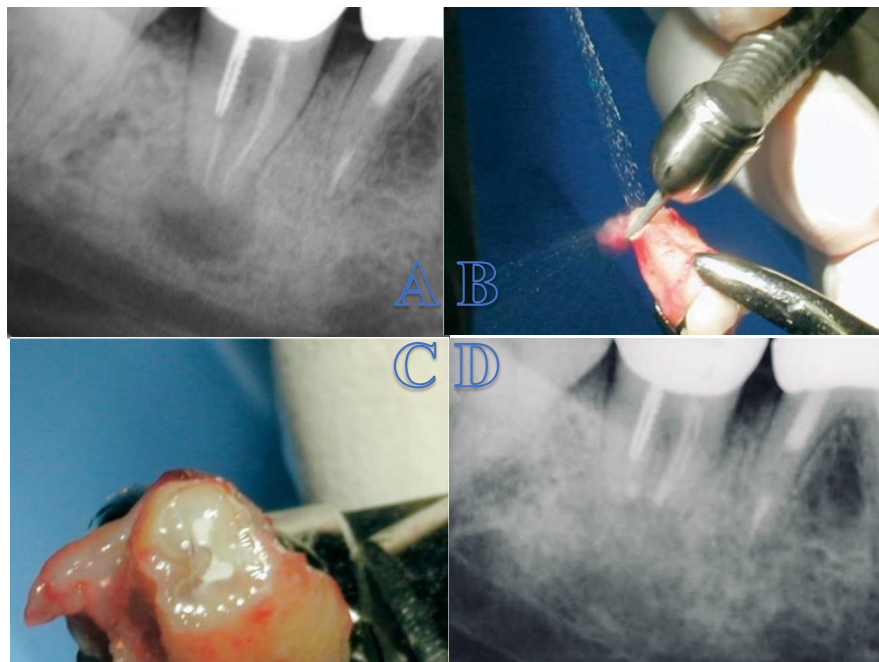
Imagen A radiografía preoperatoria. Imagen B apicectomía. Imagen C retroobtusión. Imagen D radiografía al año.
